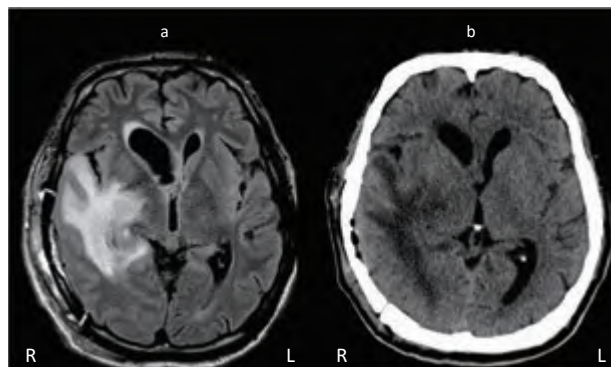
頭部MRI (第22病日 FLAIR画像) と頭部CT (第30病日)
